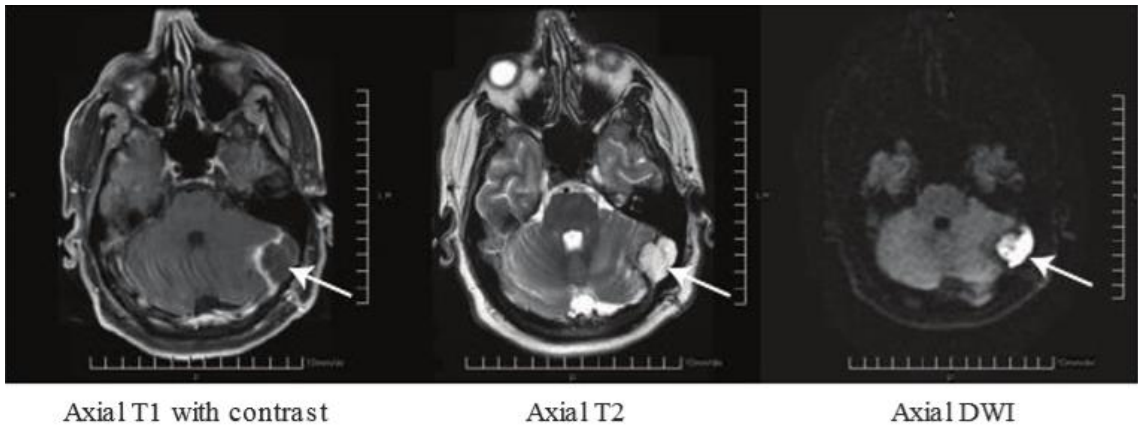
RM en la que se muestra un tumor epidermoide del ángulo ponto-cerebeloso izquierdo(1).
